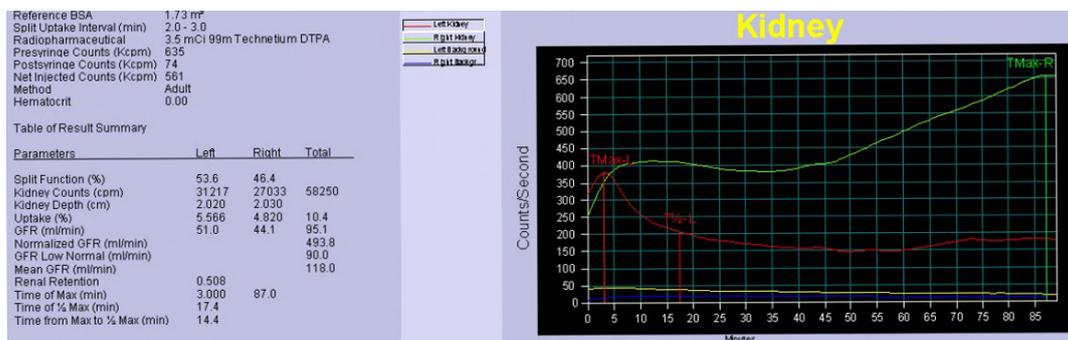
Динамическая реносцинтиграмма (MAG3)
